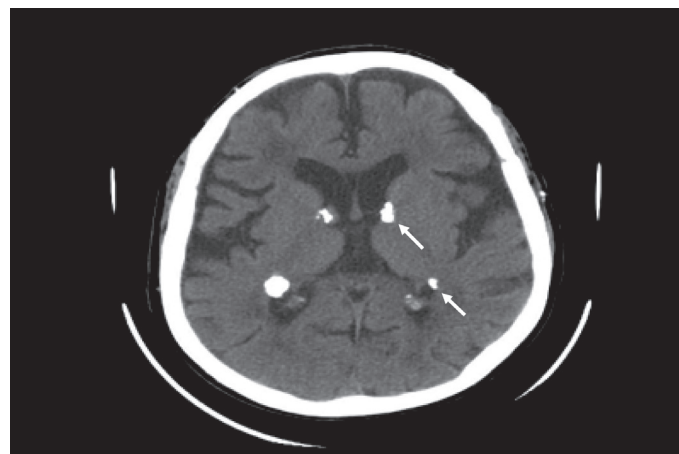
TC crânio-encefálica: Calcificações periependimárias frontais e parietais. Lesão ocupando espaço no corno frontal do ventrículo lateral direito, junto ao buraco de Monro.
